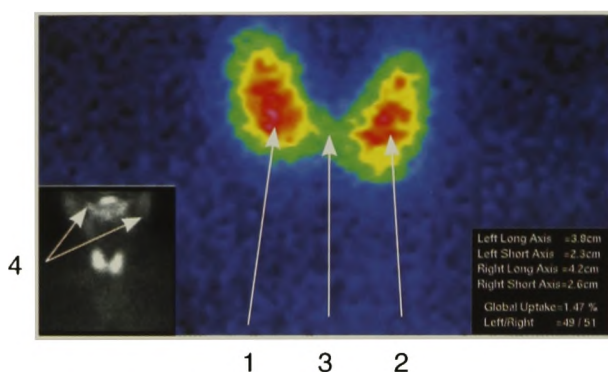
Сцинтиграфия щитовидной железы с ^{99m}Tc -пертехнетатом (прицельный снимок). Норма. Оценка накопительной функции
